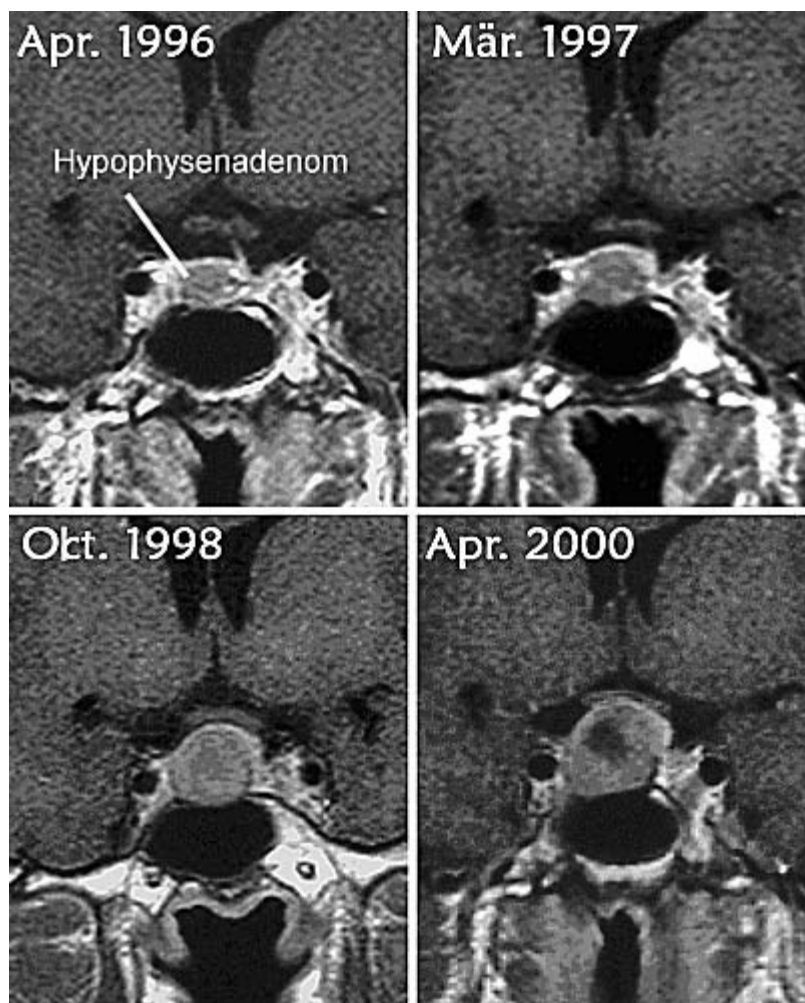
Darstellung von 4 koronaren MRT Aufnahmen eines in der Größe progredienten Hypophysenadenoms im Zeitverlauf von April 1996 bis April 2000.
